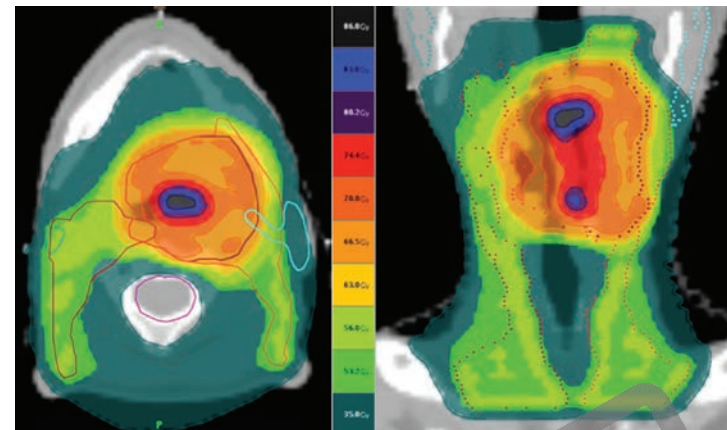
同時併用化学放射線療法で治療された左下咽頭扁平上皮癌(T4bN0M0)の症例。予防的な線量56 Gy(1.6 Gy/日で35回)が両側頸部のレベルIIからIVに投与された。治療の線量70 Gy(2 Gy/日で35回)が原発腫瘍のPTVに投与された。原発腫瘍のGTV内にはFDG PETの分布に基づいて、線量が「ペイント」され86 Gy(2.45 Gy/日で35回)まで増加された。
